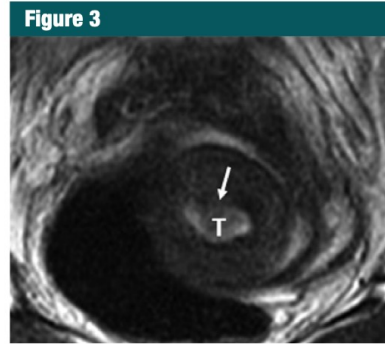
Invasive adenosquamous carcinoma of the cervix in a 30-year-old woman. Axial oblique T2-weighted fast spin-echo image shows superficial cervical stromal invasion by tumor (*T*) with subtle disruption of the inner cervical stroma (arrow). At final trachelectomy pathologic analysis, the depth of cervical stroma was 4 mm, while the total cervical stromal thickness was 18 mm.
